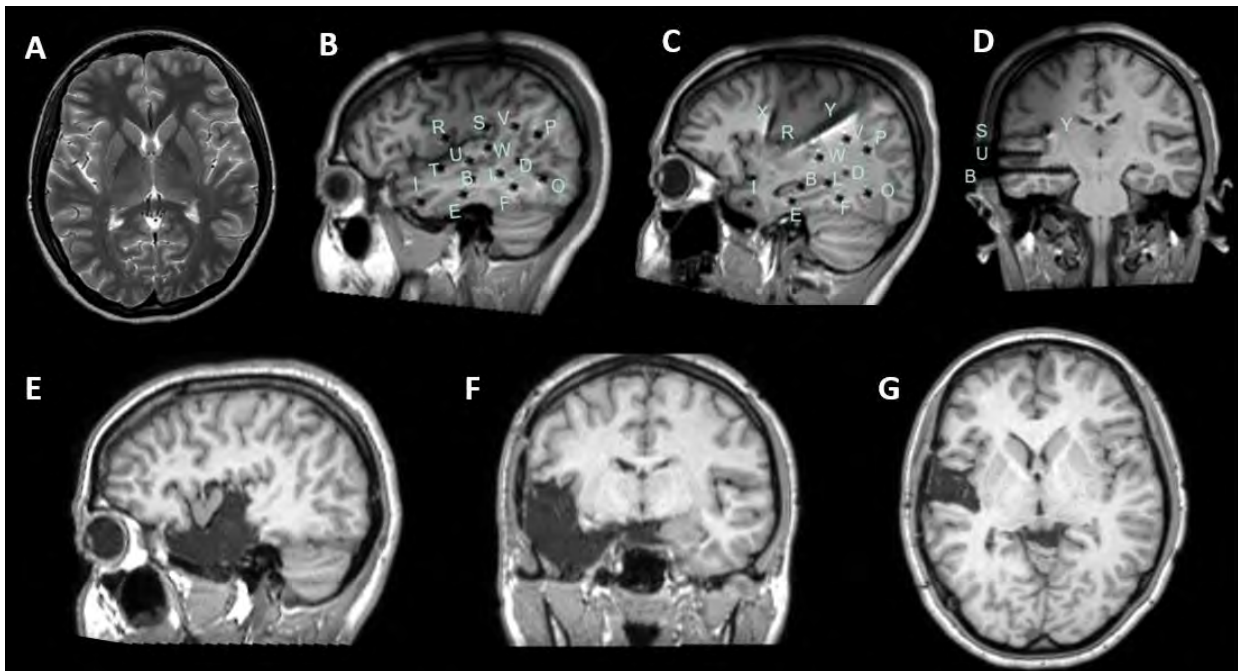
Patiente 1. Cortectomie temporo-insulaire droite avec résection des opercules paracentraux. A, IRM axial T2-weighted ne révélant aucune lésion insulaire. B,C, IRM T1-weighted post SEEG sagittale révélant une implantation temporo-périsylvienne. D, IRM T1-weighted post SEEG coronale montrant les électrodes operculaires postérieures (électrodes S et U) et oblique (Y) ainsi que l'électrode hippocampique (B). E, F, G, IRM T1-weighted postopératoires sagittale, coronale et axiale montrant la cortectomie temporale, des opercules paracentraux et de l'insula postérieure.
